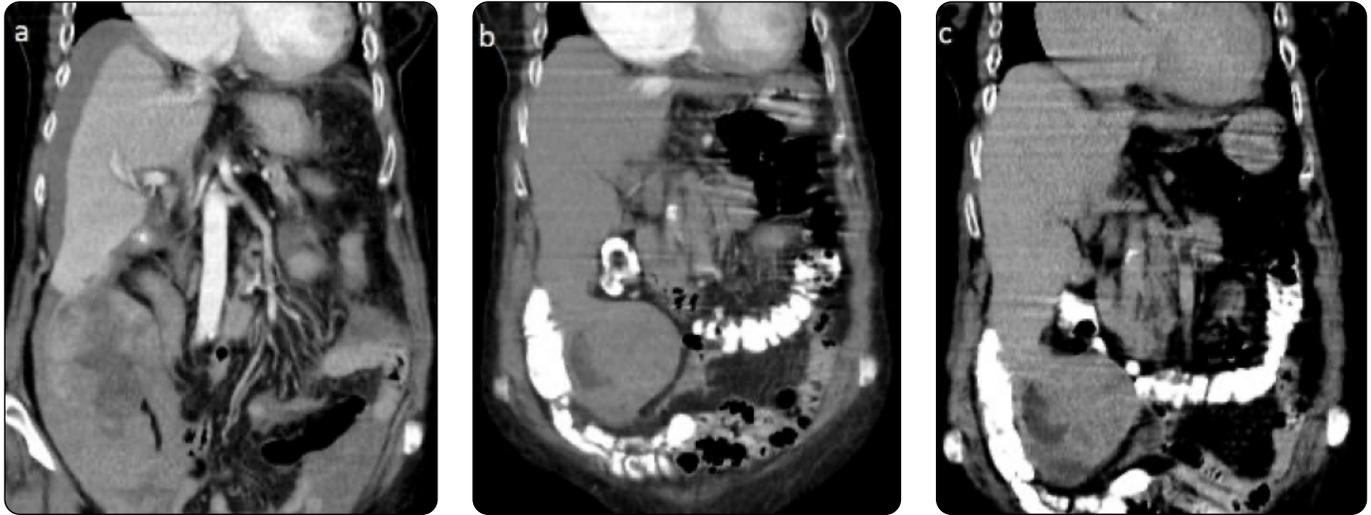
TC abdominal con medio de contraste y cortes coronales. Se identifica prolongación del lóbulo hepático derecho hacia la fosa iliaca derecha configurando lóbulo de Riedel. a) Se observa en fase arterial y en íntimo contacto con el lóbulo de Riedel, lesión sólida de bordes definidos e hipervascular con patrón en mosaico debido a las áreas de necrosis en su interior. b) Fase venosa: lavado (*wash out*). c) Cápsula periférica en fase tardía.
